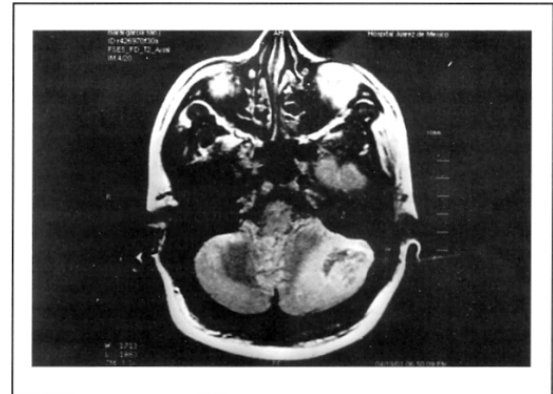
Imagen de resonancia en secuencia de señal T2, heterogénea en fosa posterior.
